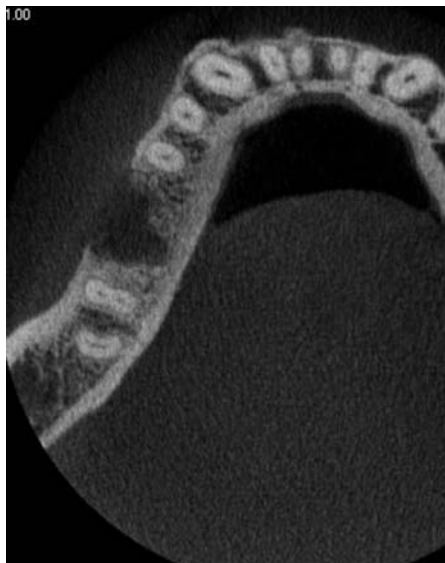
Computed tomography (CT) after the extraction : horizontal
